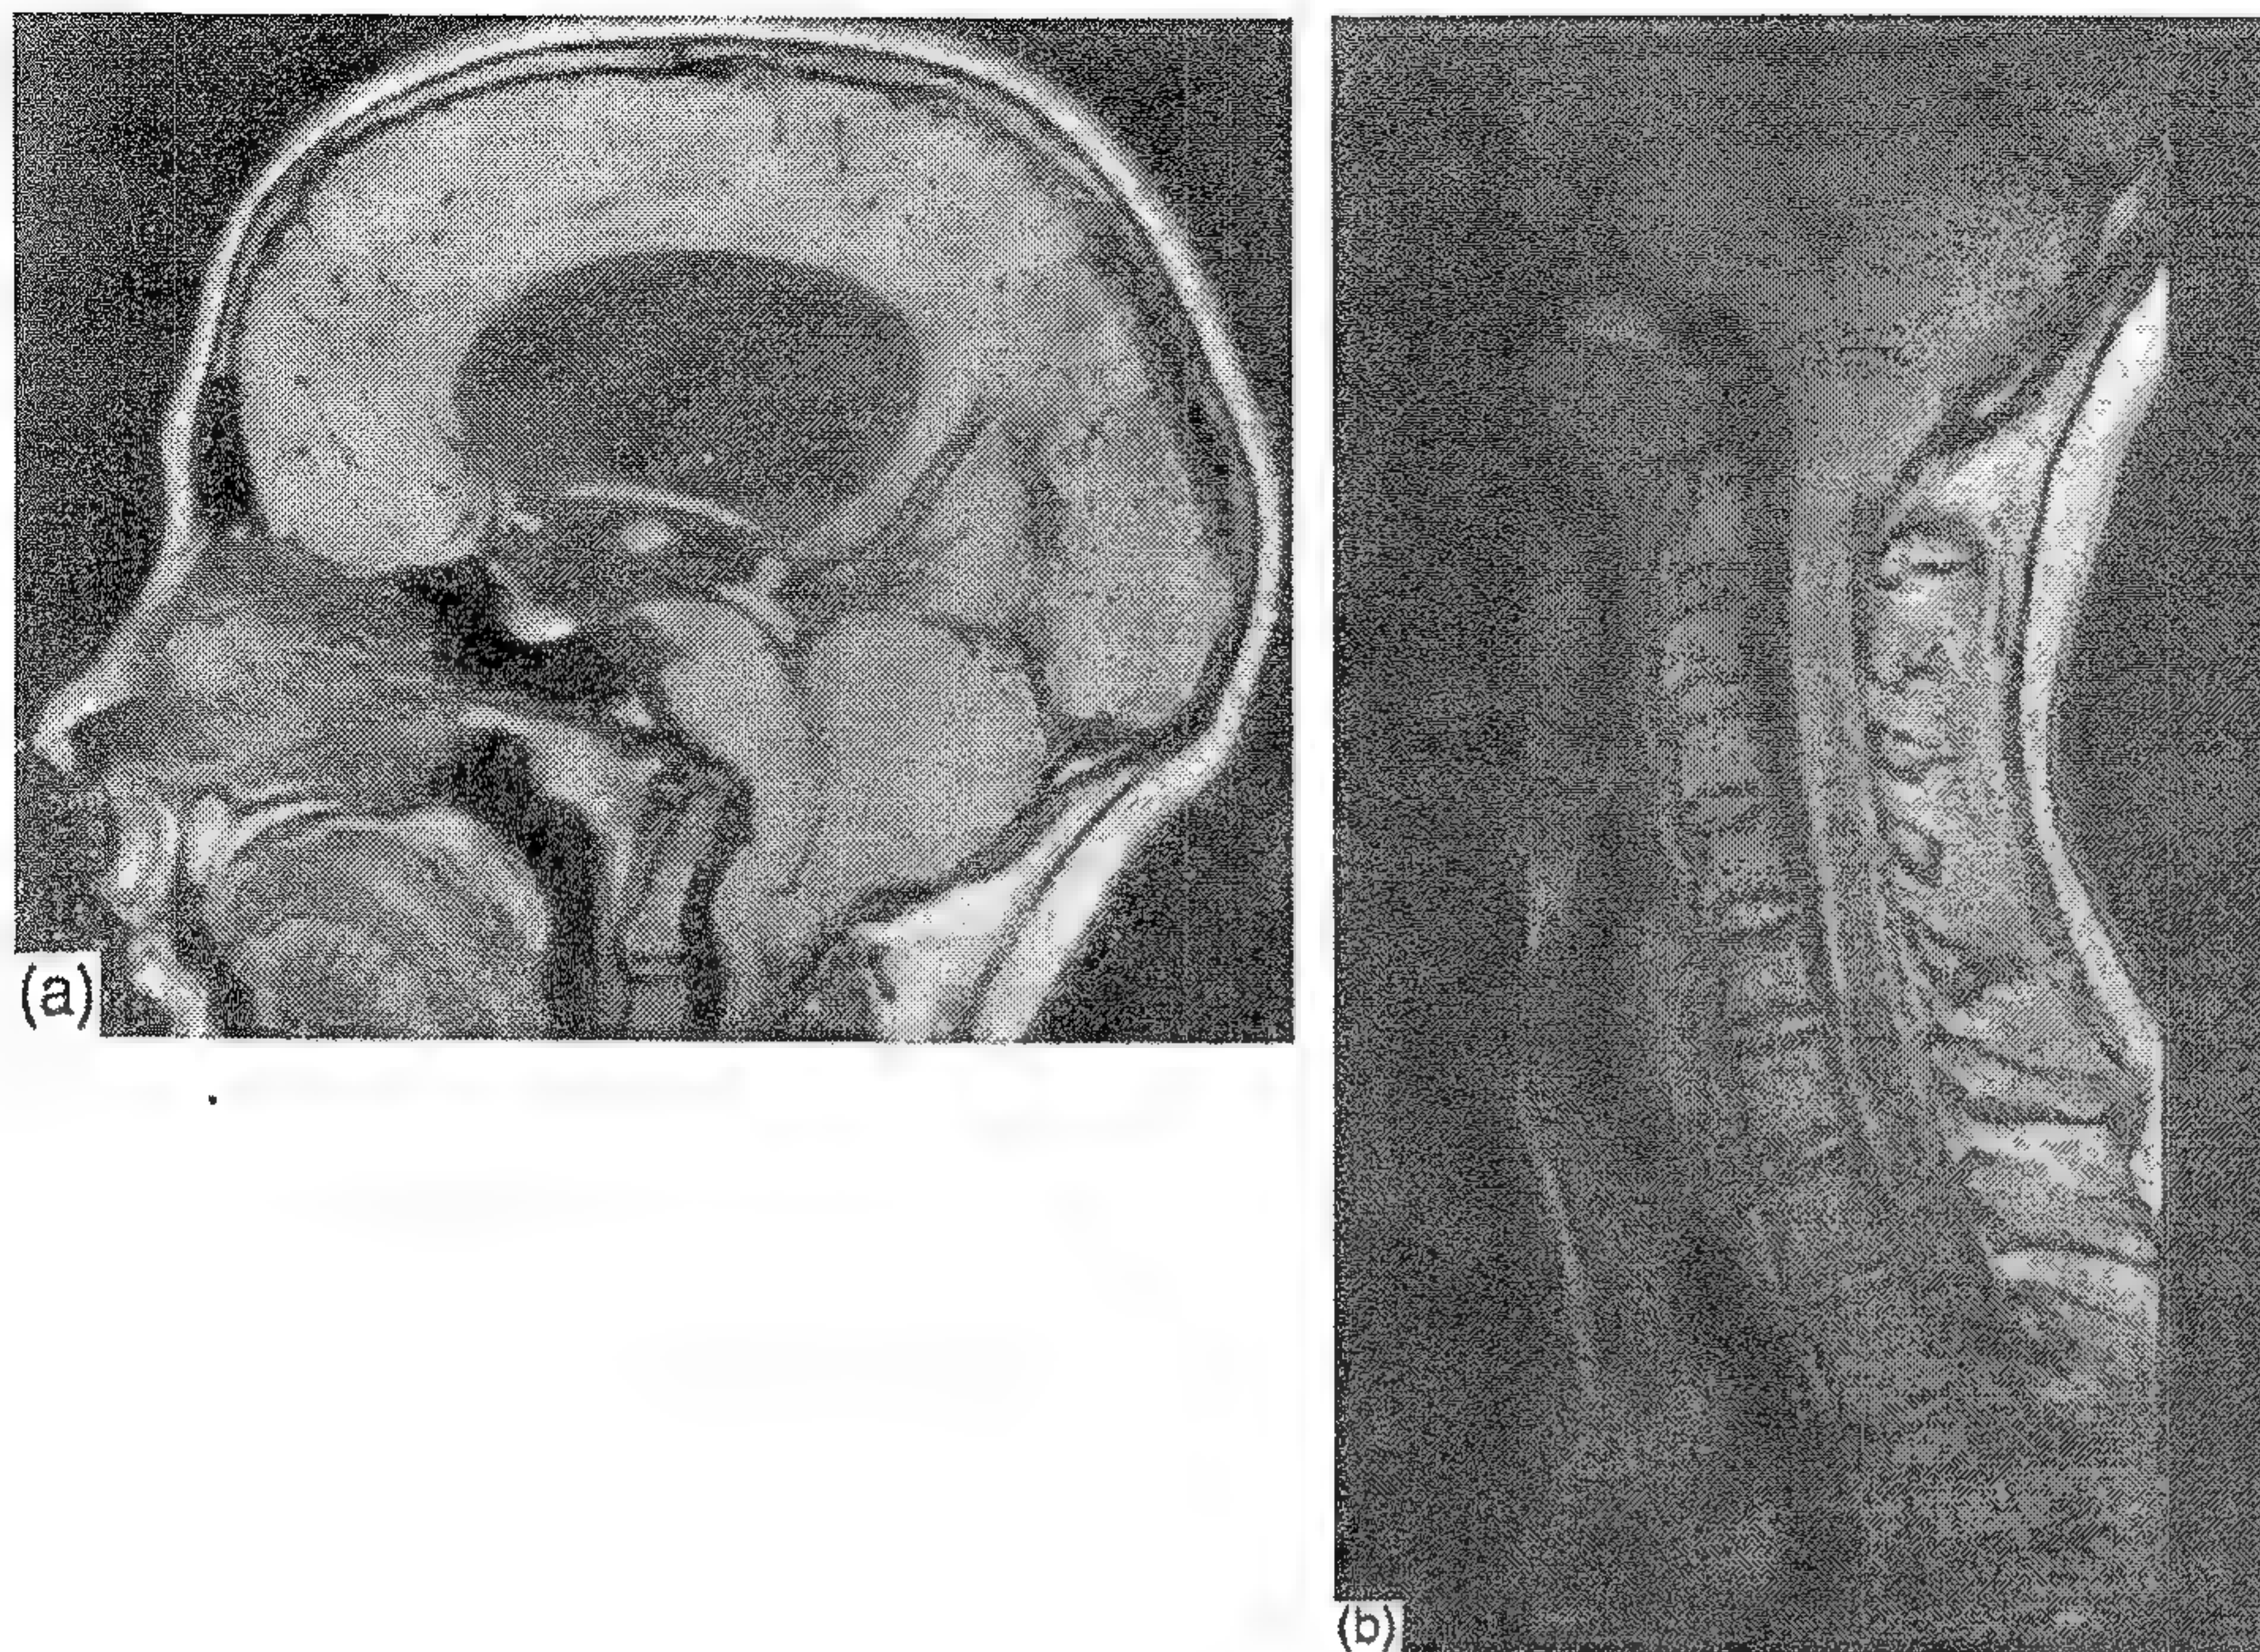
Imagini RMN parasagitale ponderate în T<sub>1</sub>: *a* - malformație Chiari II - prolaps al bulbului și al cerebelului posterior prin foramen magnum; *b* - cavitate siringomielică în măduva cervicală.
